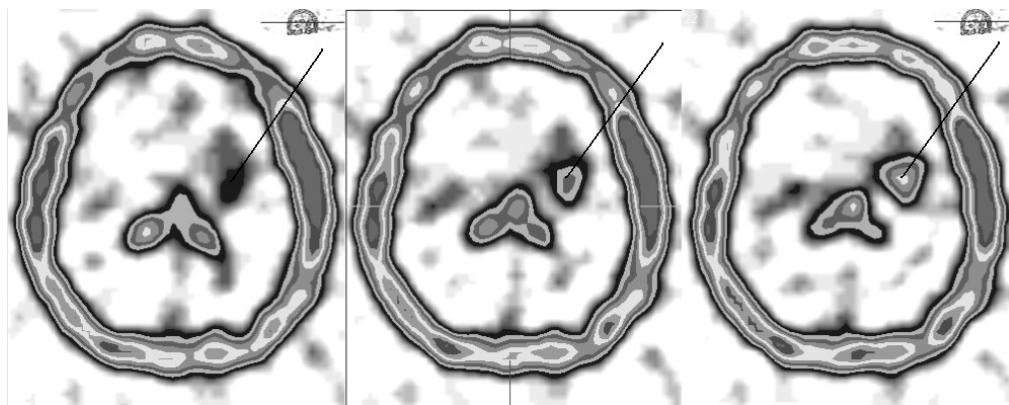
Больная Ж., 49 лет. Анапластическая астроцитома левой лобной доли. Томосцинтиграммы головного мозга в аксиальной плоскости через 4 ч после введения РФП. Наблюдается повышение гиперфиксации РФП в очаге по сравнению с ранними томограммами.
